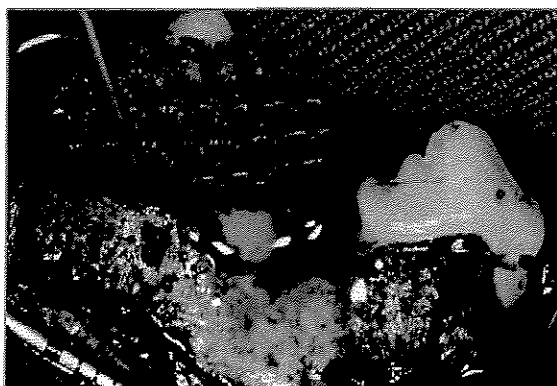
Tratamento com RTG+PME e PME respectivamente
